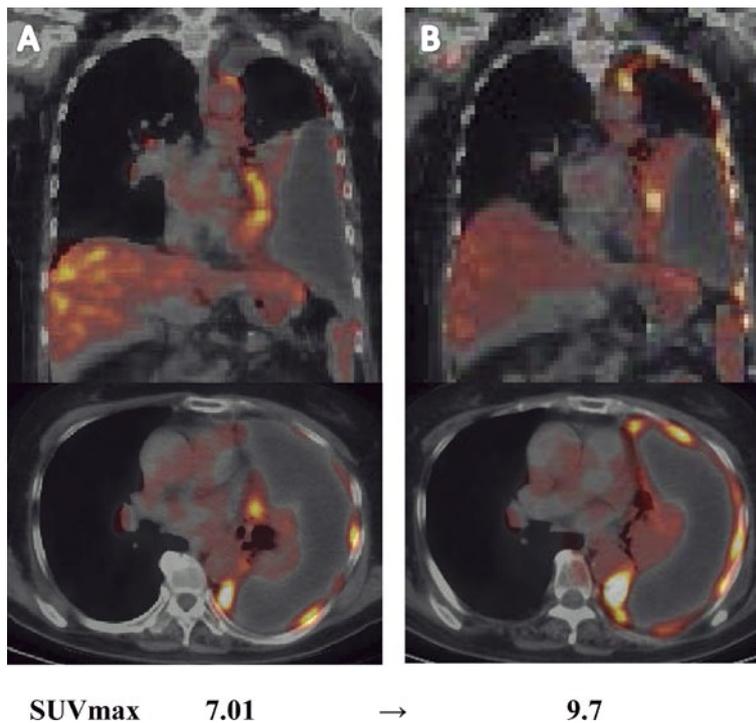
A case of PET-PD in CT-SD cases. Patient classified as stable by CT and nonresponder by PET. CT and PET monitoring prior to chemotherapy (A) and after chemotherapy (B). SUVmax increased from 7.01 at baseline to 9.7 after three cycles of chemotherapy.
